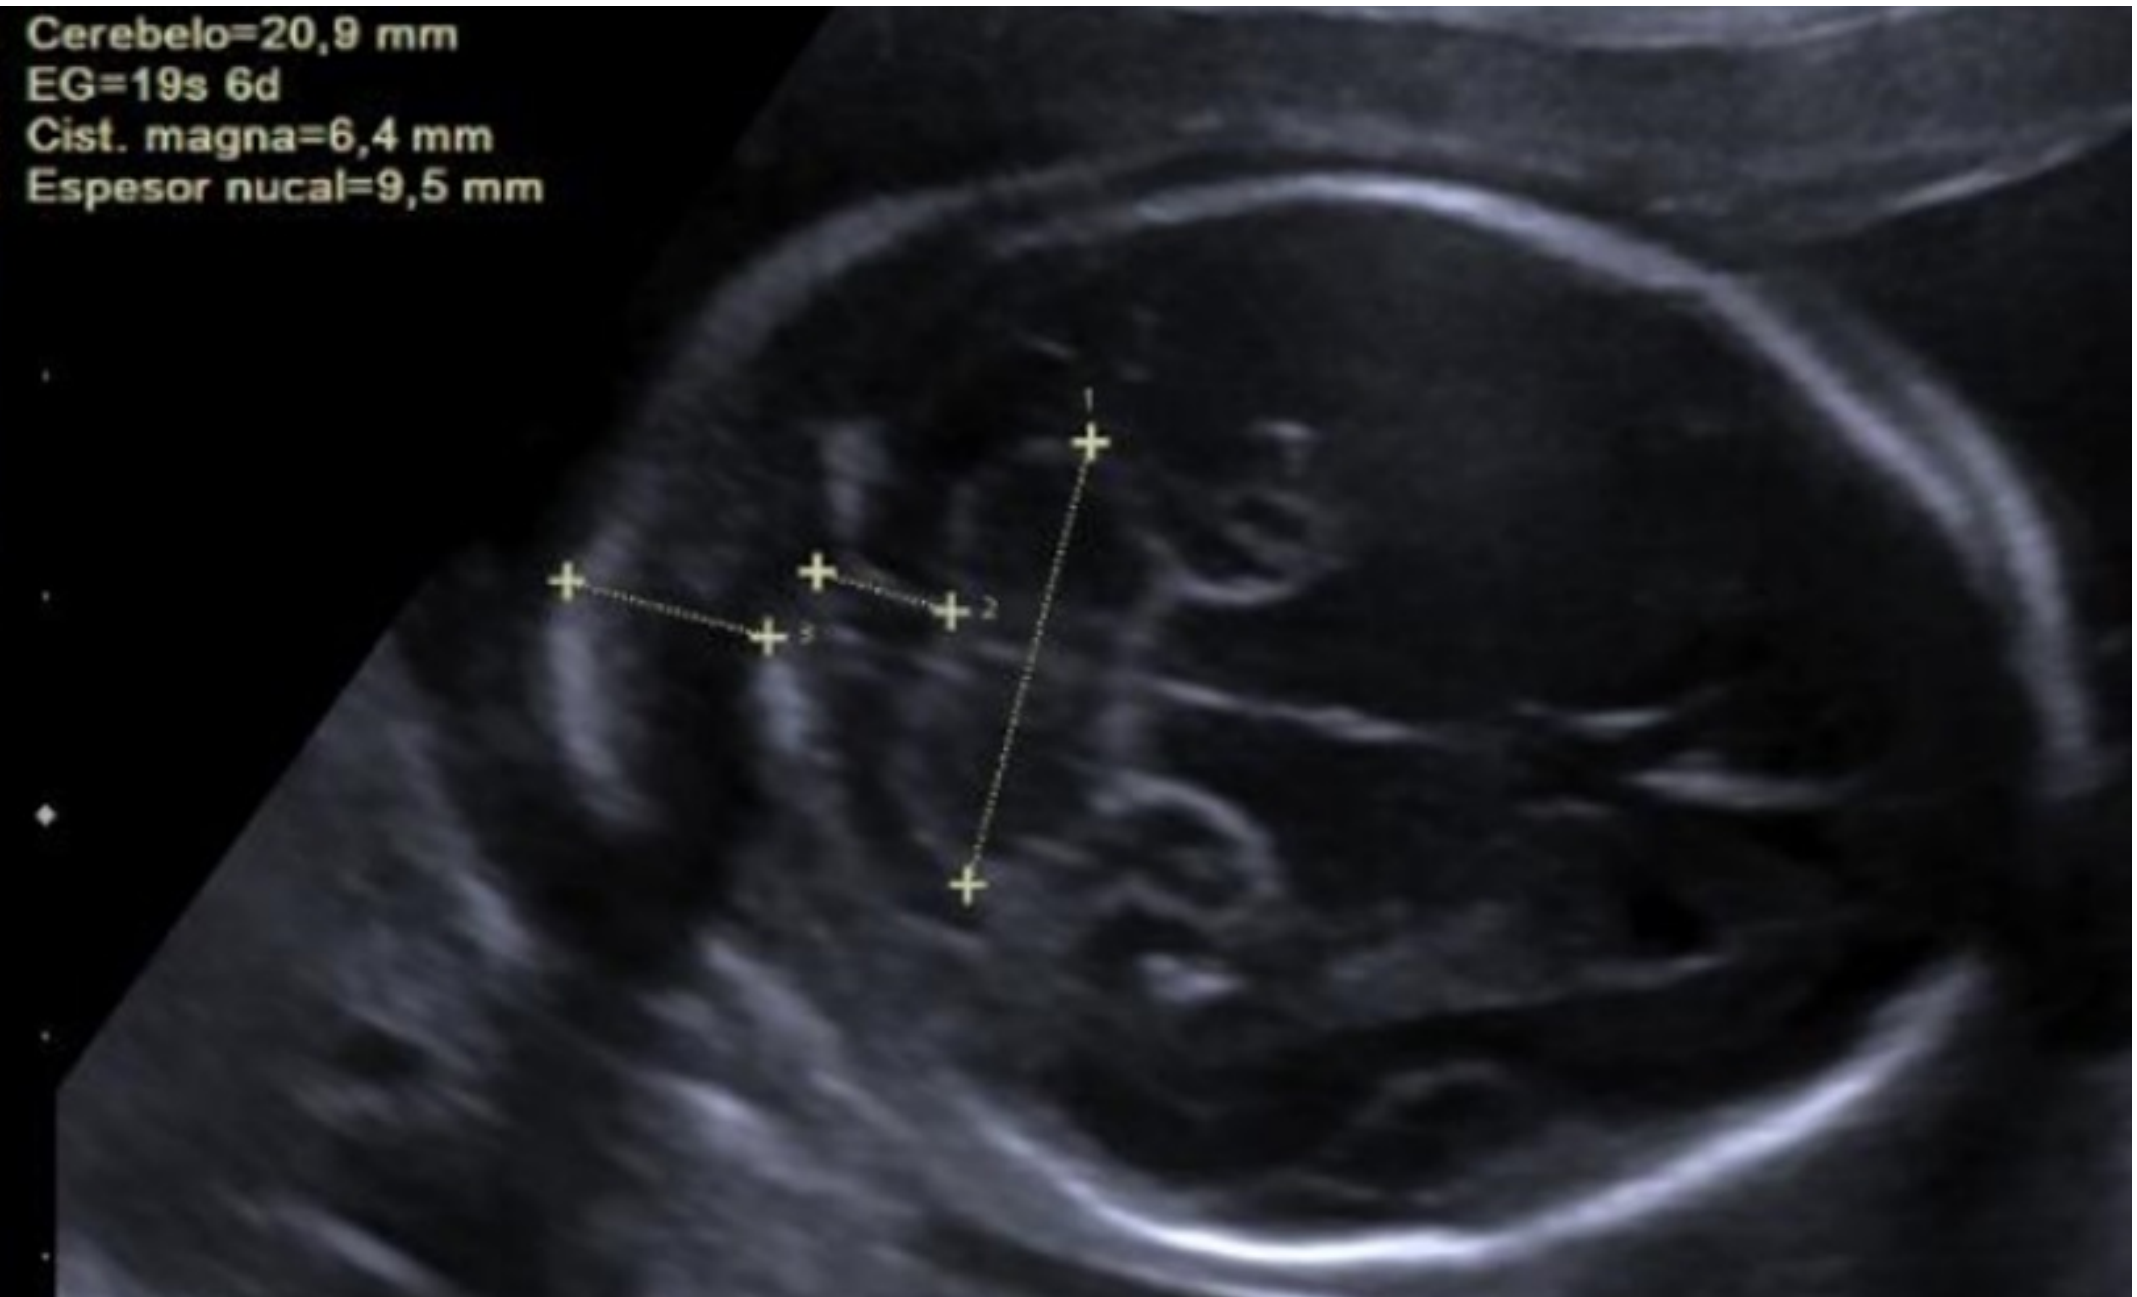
ecografía prenatal semana 20. TN de 9.5 milímetros.
